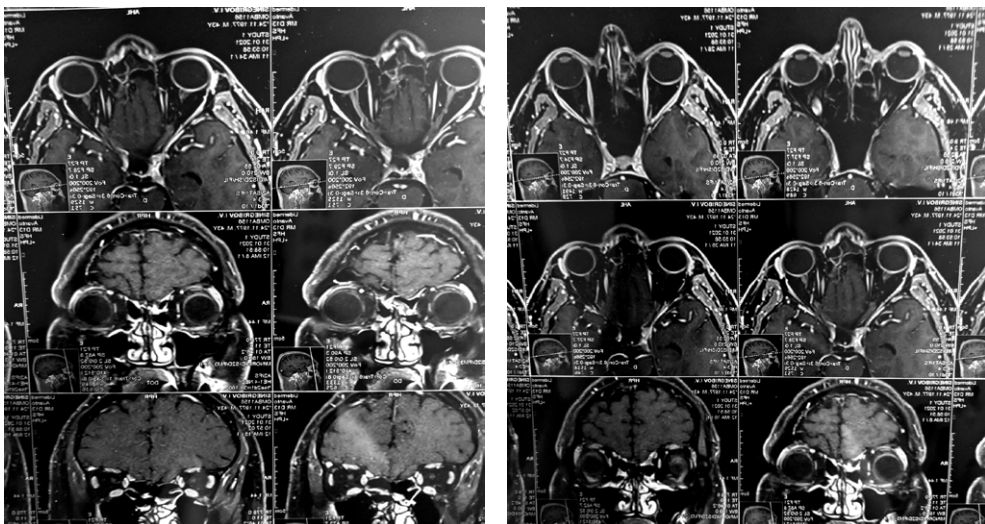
Данные МРТ головного мозга: А – лицевой череп, В – орбиты
